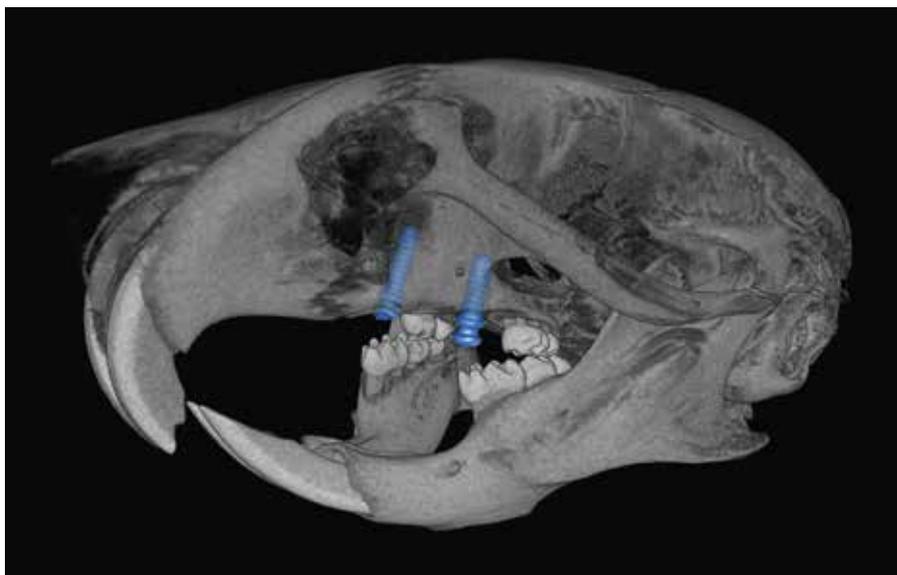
Mikro-CT-Aufnahme eines Mäuseschädels mit miniaturisierten Implantaten. Mini-Implantate (blau) wurden entweder in frische oder verheilte Extraktionsalveolen des ersten Oberkiefermolaren eingesetzt und deren Osseointegration beurteilt.
